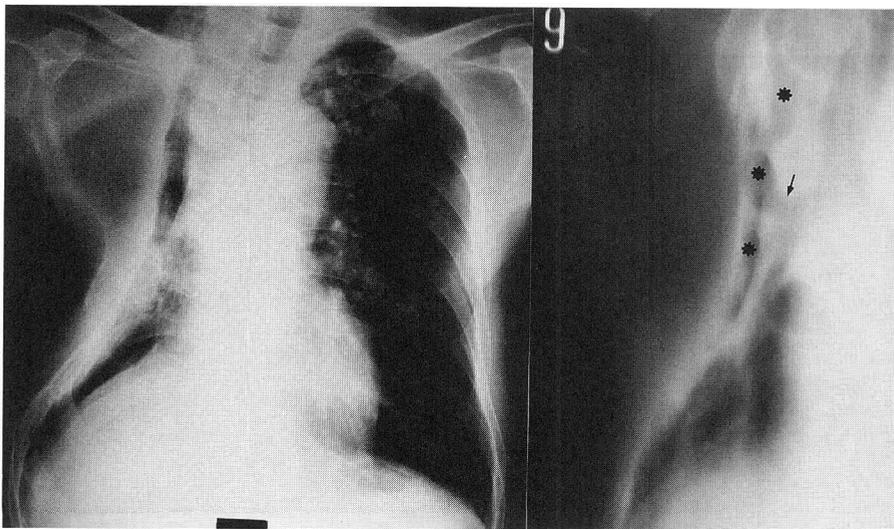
Chest Roentgenogram (left) and Tomogram (right) on Readmission.
